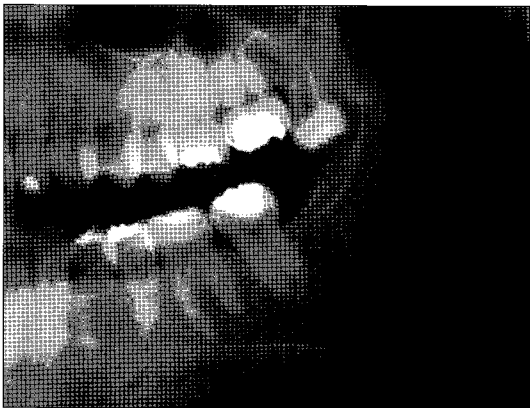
Four years postoperative radiograph after enucleation.
